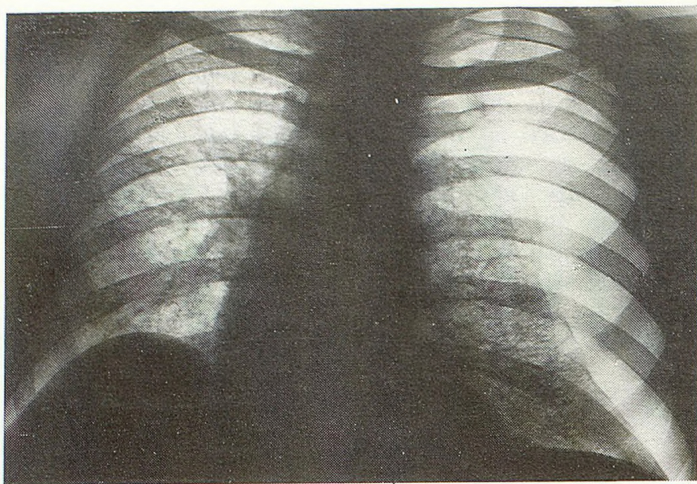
Рентгенограмма органов грудной клетки больного О.
